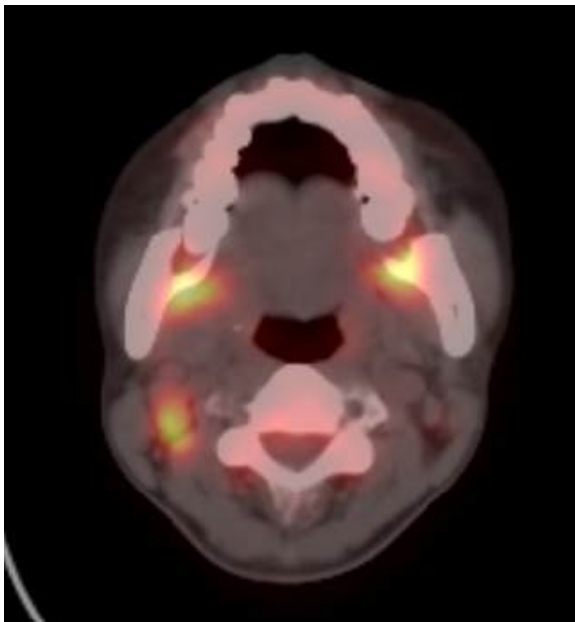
transverse view of PET/CT
